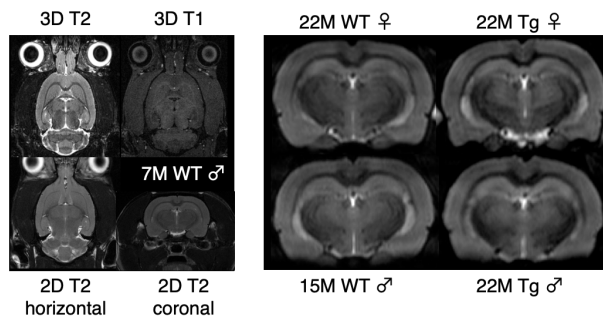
最適化された TgF344-AD ラット脳 MRI 画像
